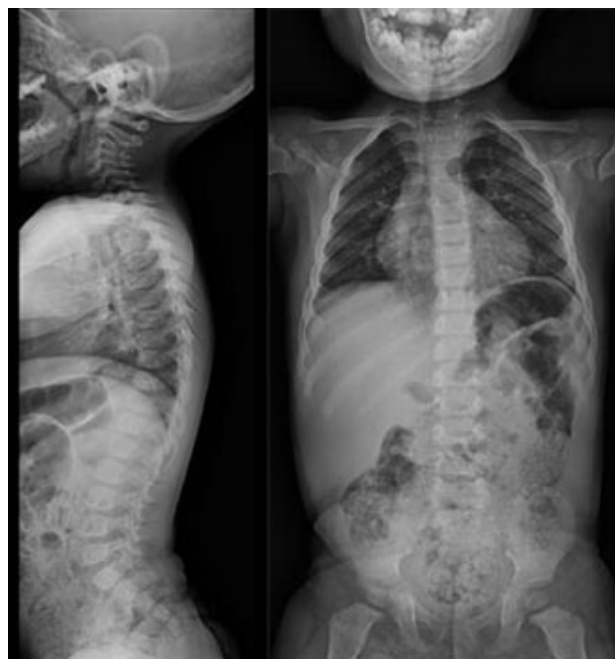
Radiografía de columna total proyecciones lateral y AP. Se evidencia hiperlordosis lumbar sin platiespondilia.
